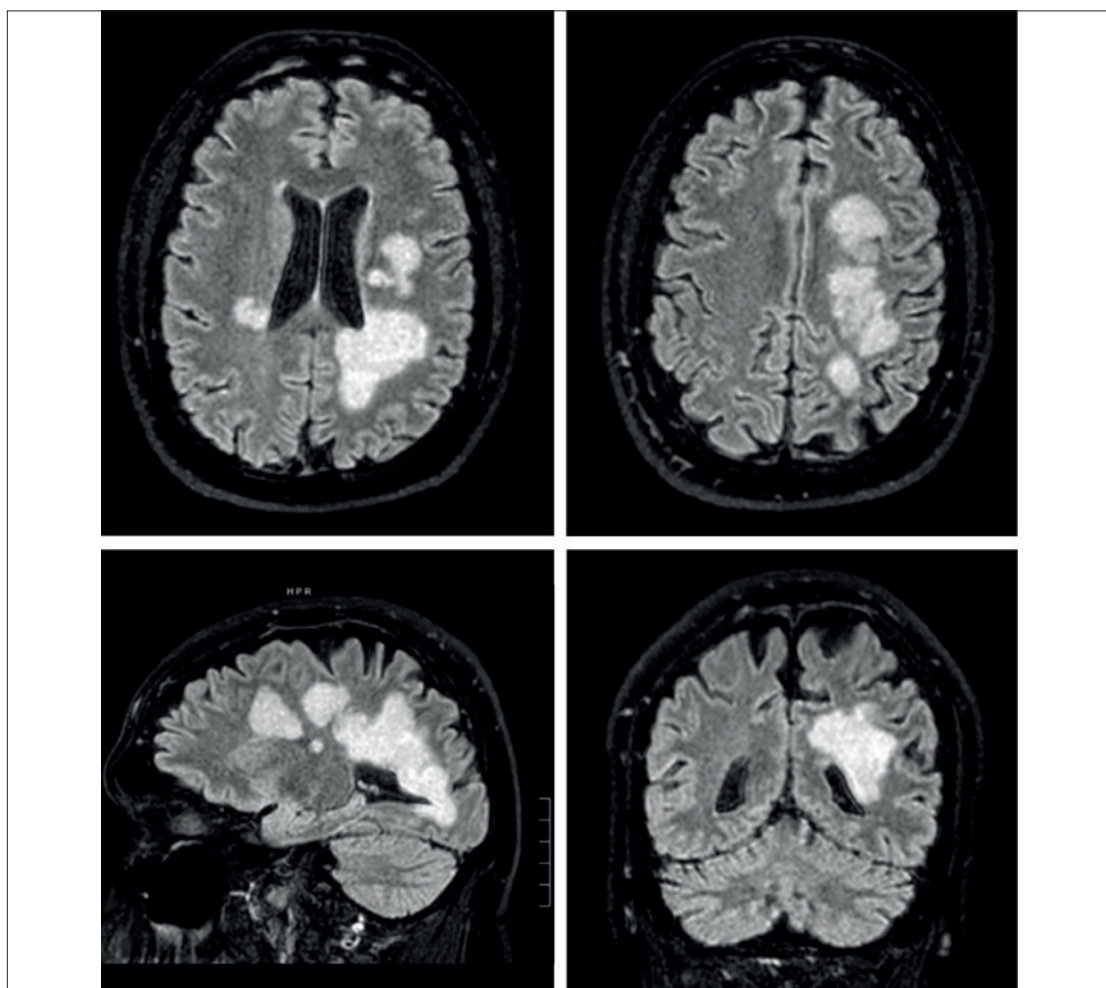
Lesioni demielinizzanti iperintense in FLAIR più estese e confluenti alla risonanza magnetica di controllo a 15 giorni dal ricovero
